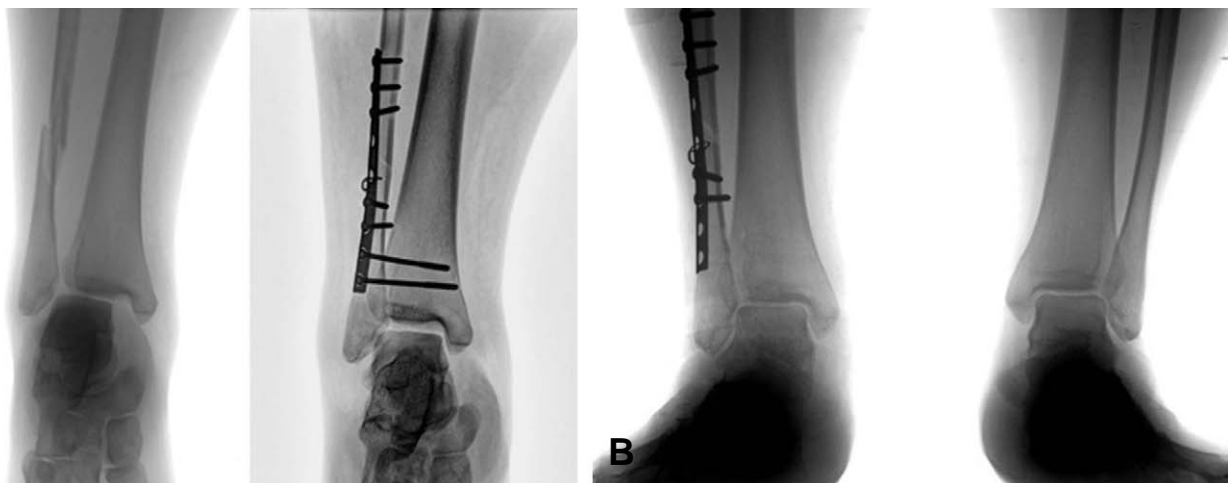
(A) Anteroposterior radiographs of the right ankle at initial visit showed syndemoid widening (left). Syndesmotic space was fixed with 2 screws and tightened maximally (right). (B) Clear space was measured almost same with contralateral side after removal of screws at 3 months after the initial surgery.
